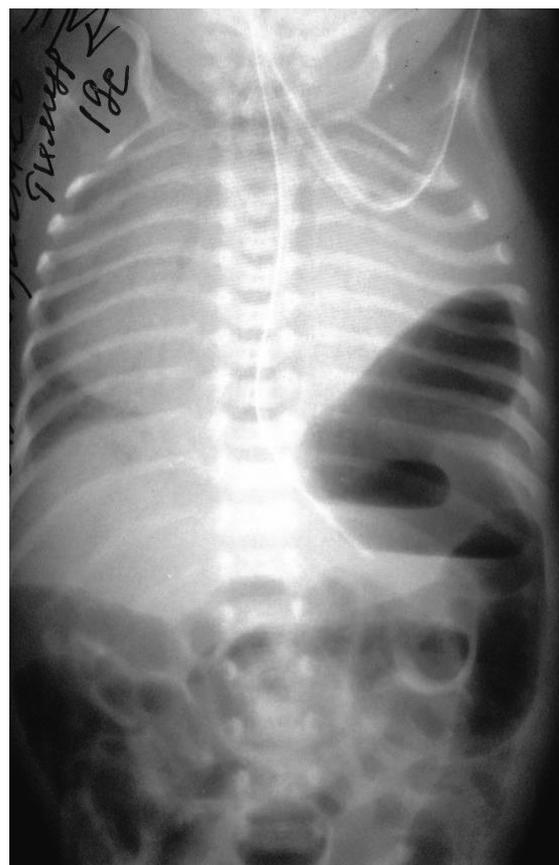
Рентгенограмма органов грудной клетки, выполненная на 6-е сутки после операции.
